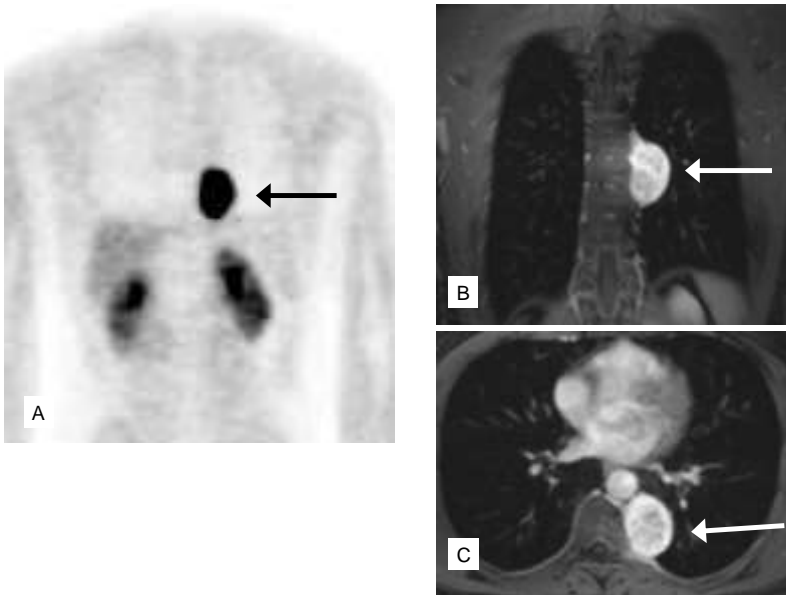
Paciente de 45 años con mutación SDHB, con un feocromocitoma torácico. Imágenes de PET- ^{18}F DOPA (A) y RM (B y C). El tumor se realza con el medio de contraste. La cirugía endoscópica fue exitosa.
